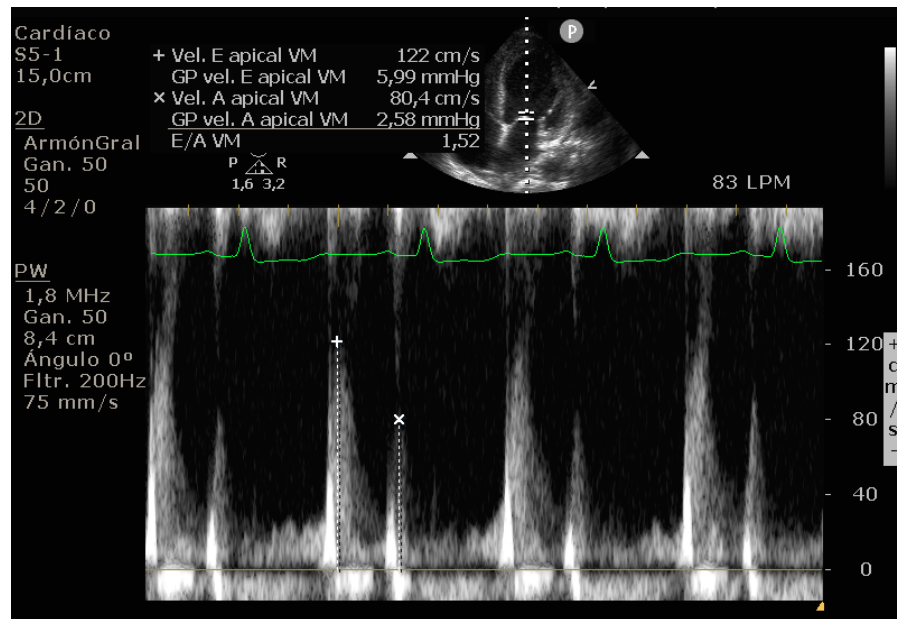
Flujo mitral con Doppler pulsado.
